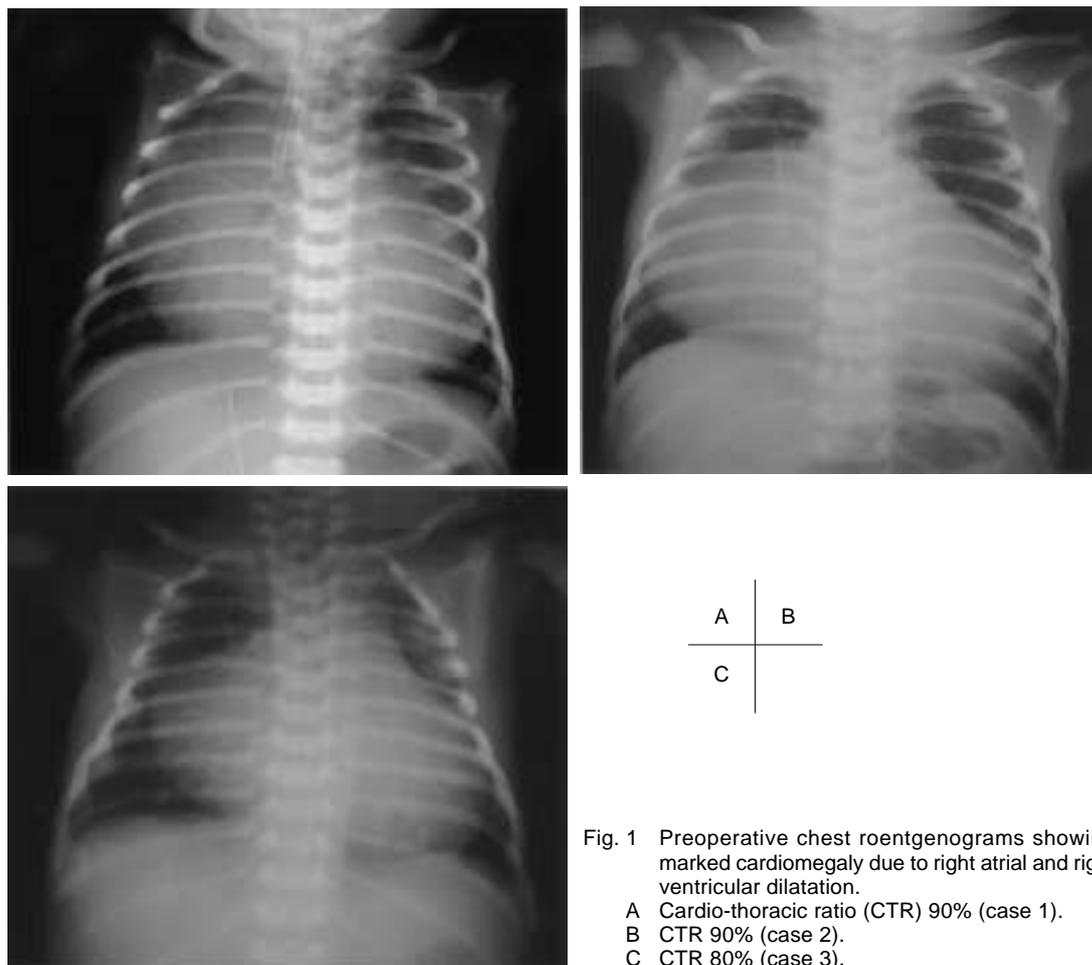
Preoperative chest roentgenograms showing marked cardiomegaly due to right atrial and right ventricular dilatation.
